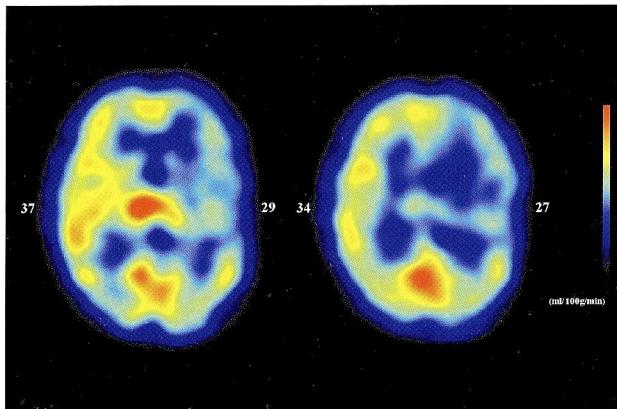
IMP-SPECT: post op
